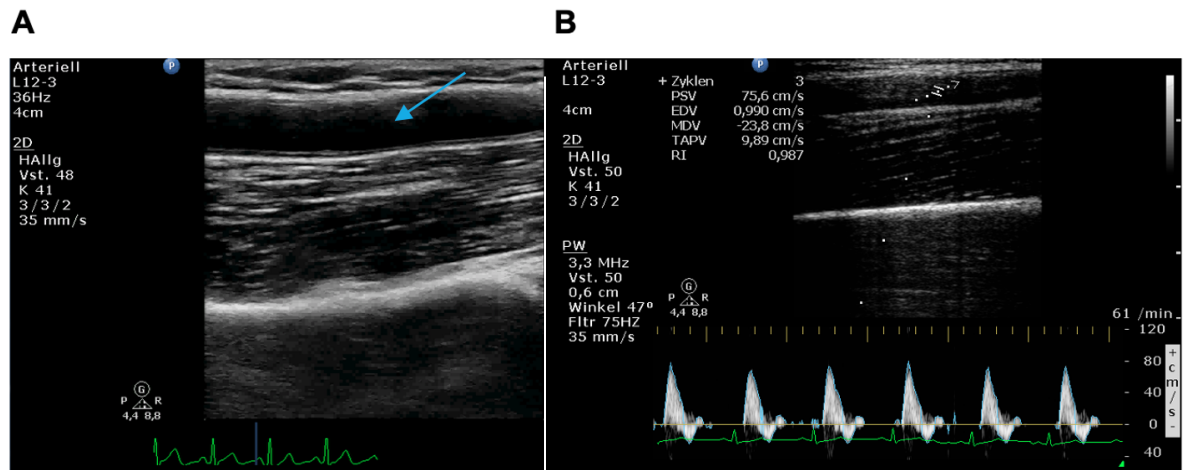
Screenshot eines basalen „2D-Video-Loops“ der A. brachialis (A, Pfeil) mit einer Dauer von 3 bis 4 Herzaktionen. Basales Pulswellendoppler-Standbild (B) mit Angabe der über die Zeit gemittelten Flussgeschwindigkeit (TAPV).
